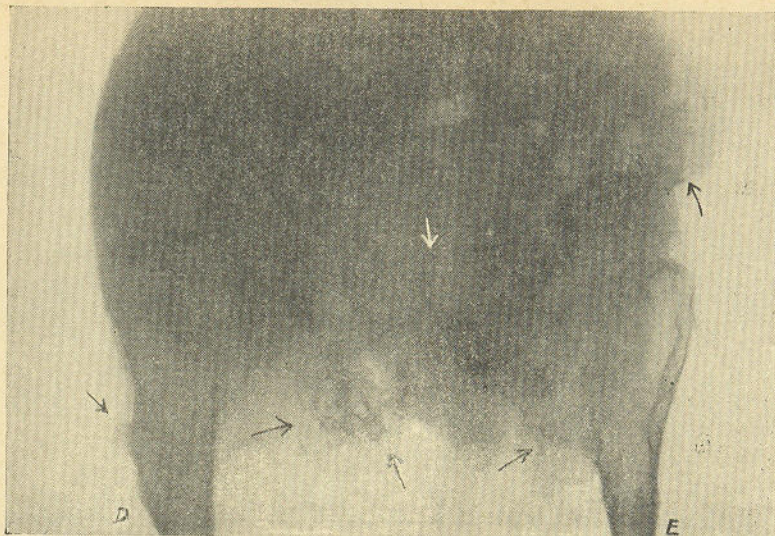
Radiografia da extremidade superior dos femurs
